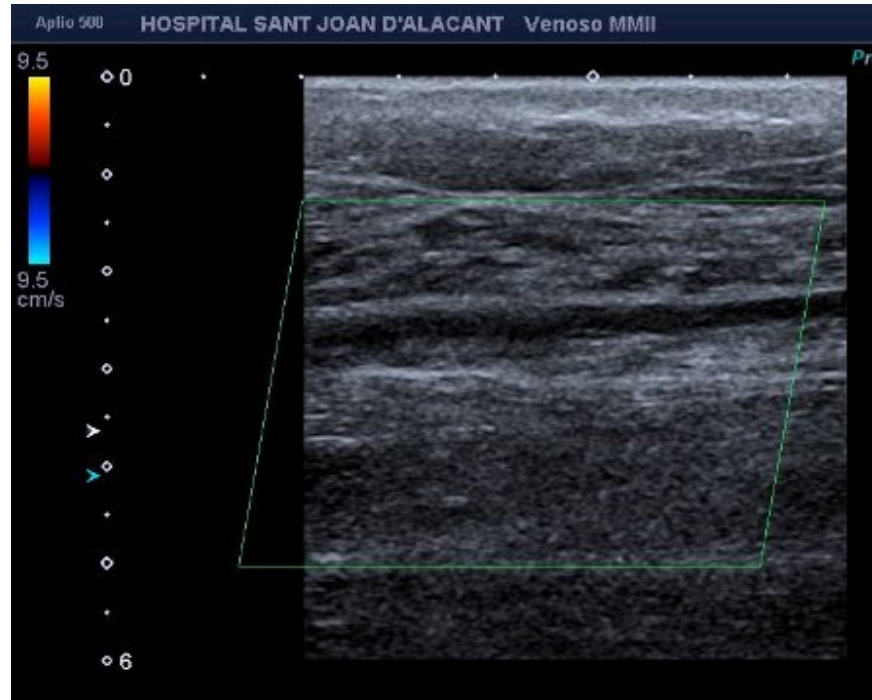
Vena tibial posterior izquierda, ausencia de flujo en estudio doppler color
